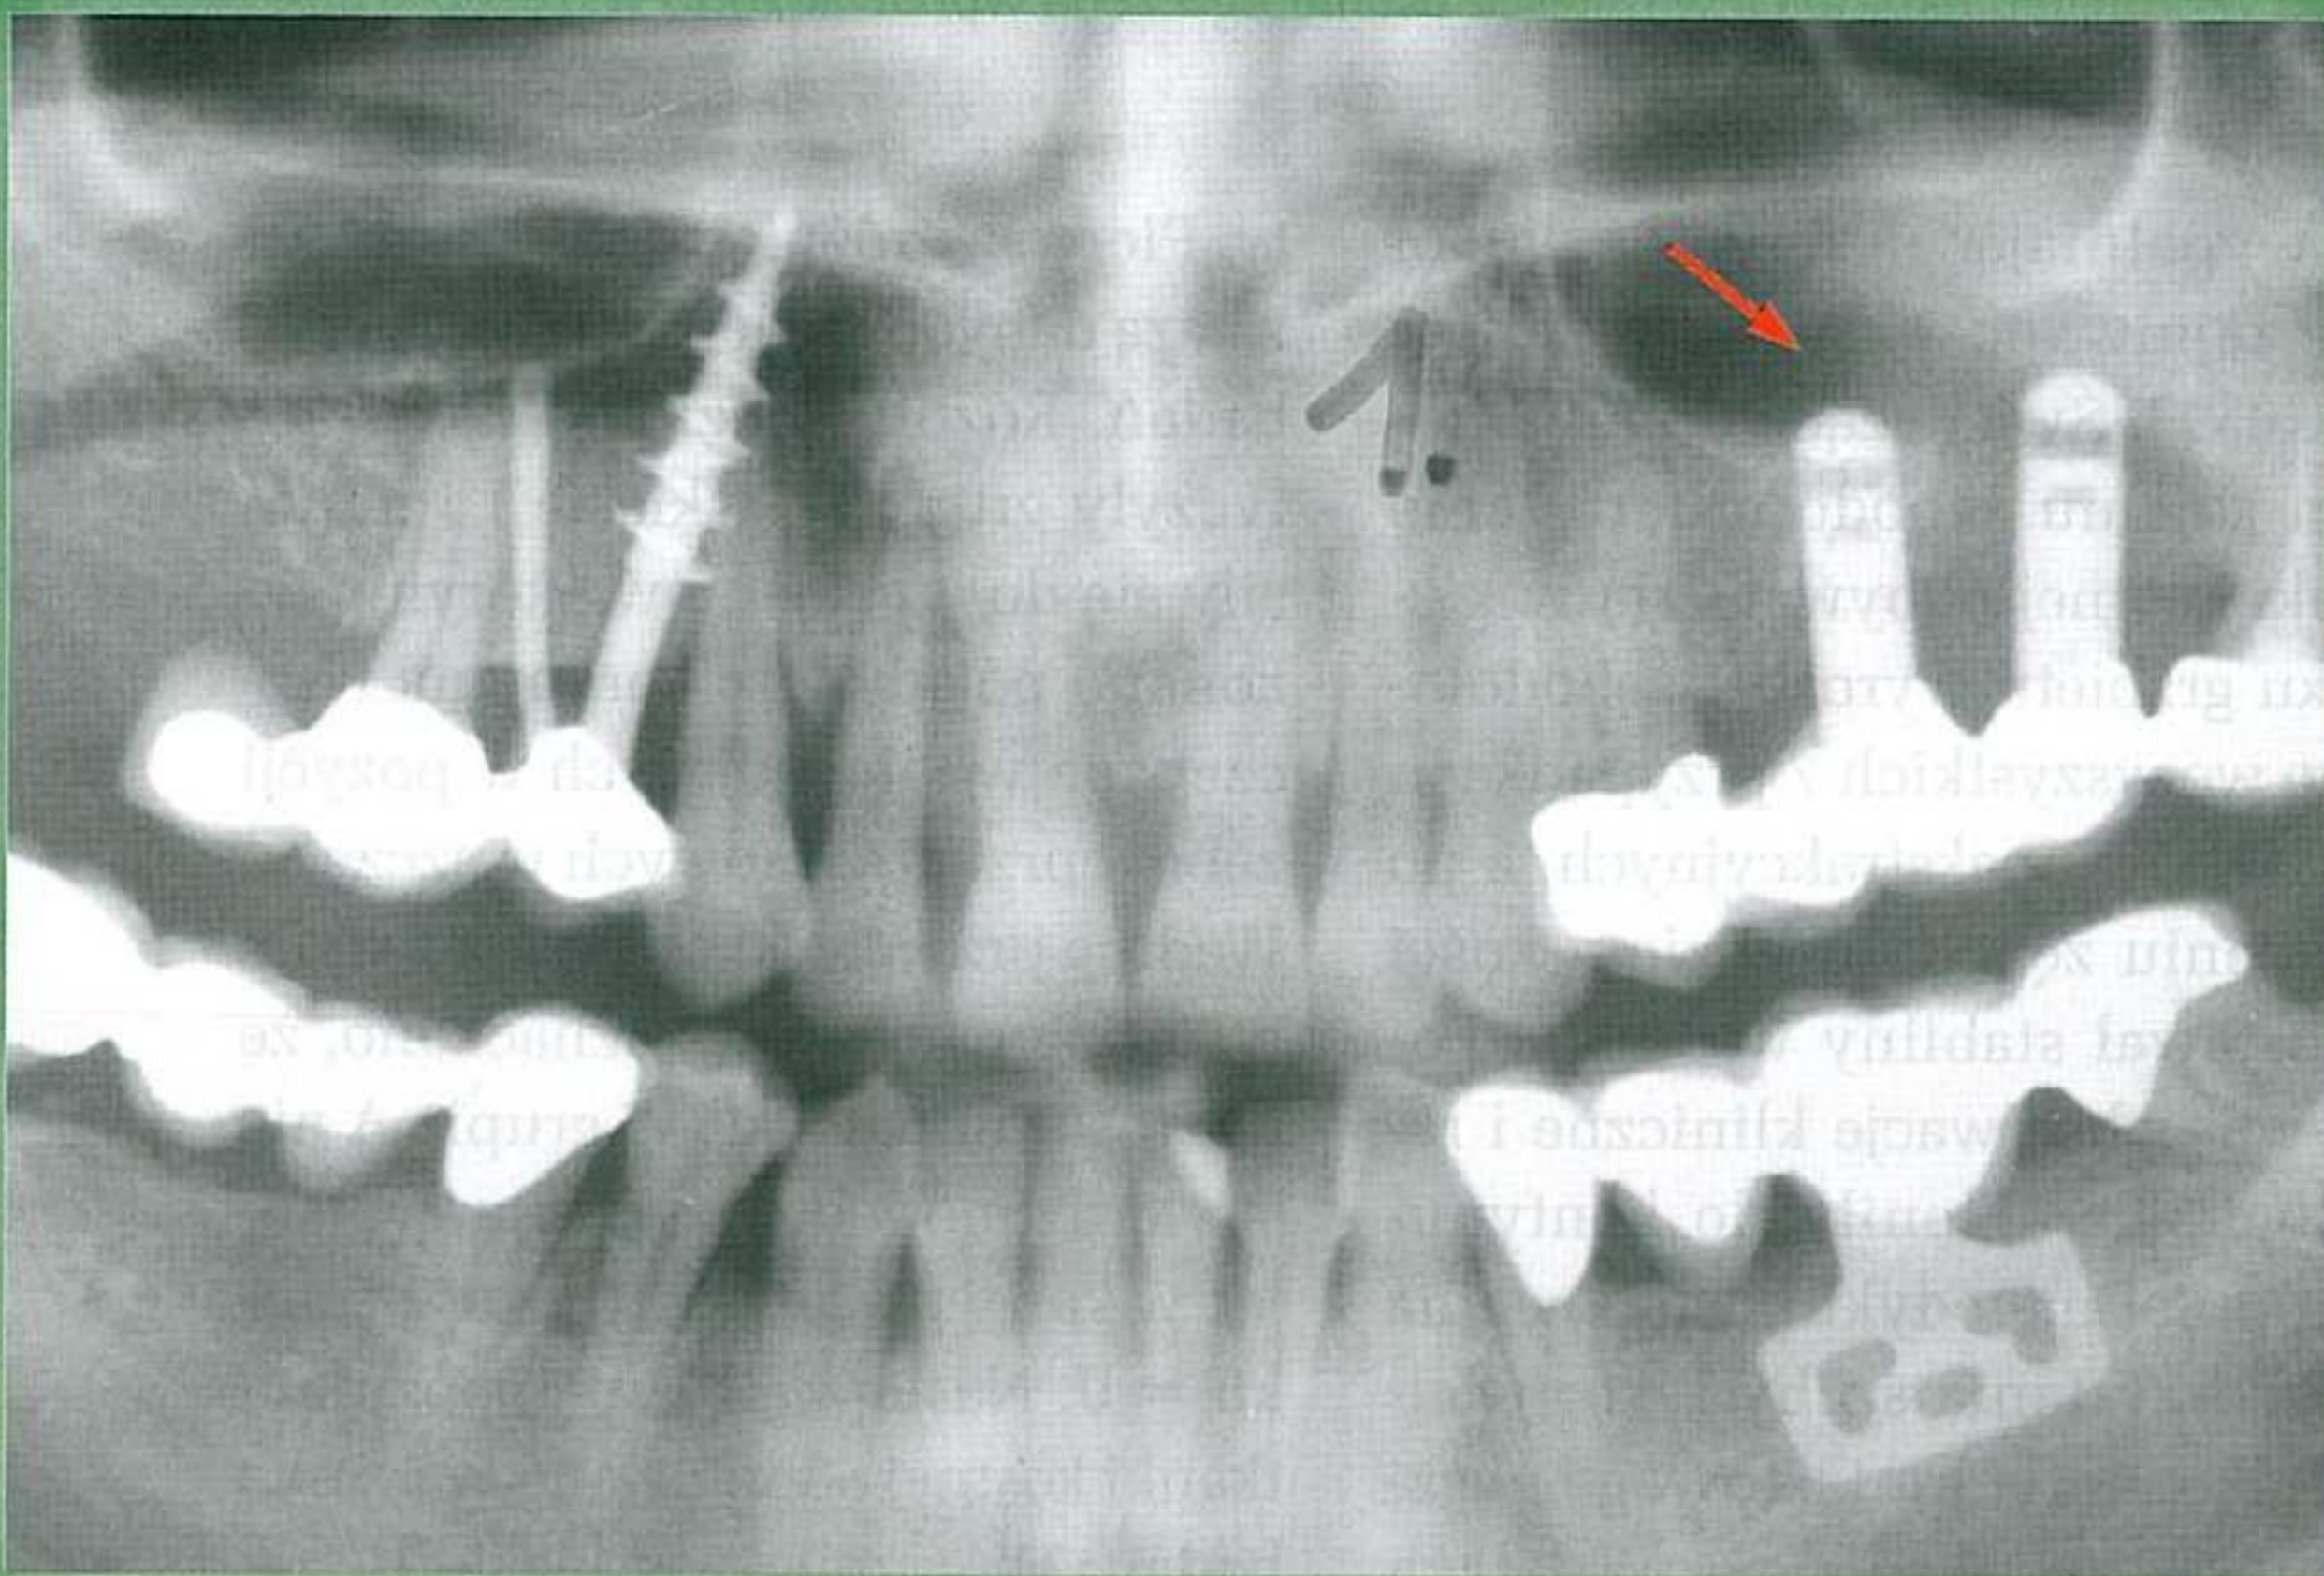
Przykład natychmiastowej implantacji poekstrakcyjnej: a) na zdjęciu pantomograficznym ewidentne zmiany typu endo-perio w odniesieniu do zęba 12, klinicznie stwierdzono ruchomość III stopnia; b) i c) po wykonaniu ekstrakcji w miejsce usuniętego zęba wprowadzono wszczep śrubę bikortykalną.
